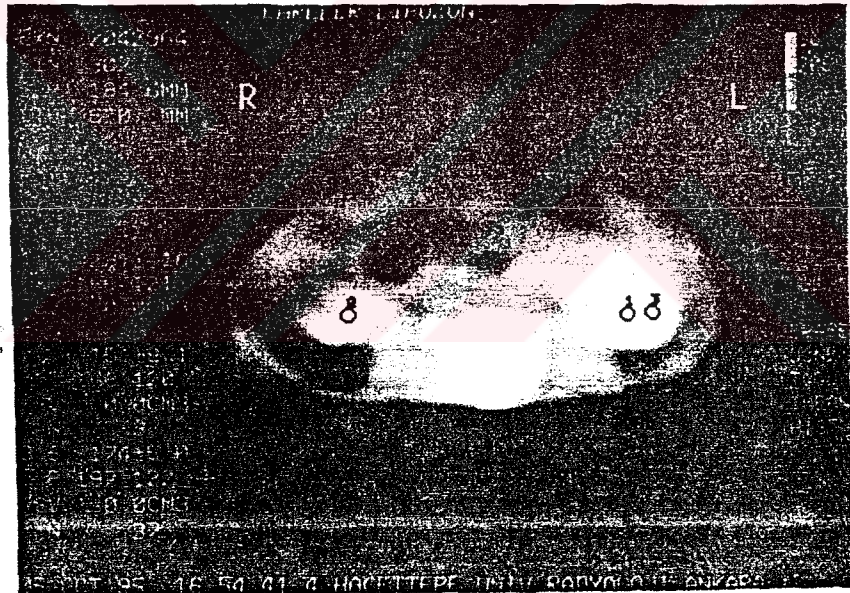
E₂ Lipozomunun Enjeksiyonundan Önce KC CT Görüntüsü
